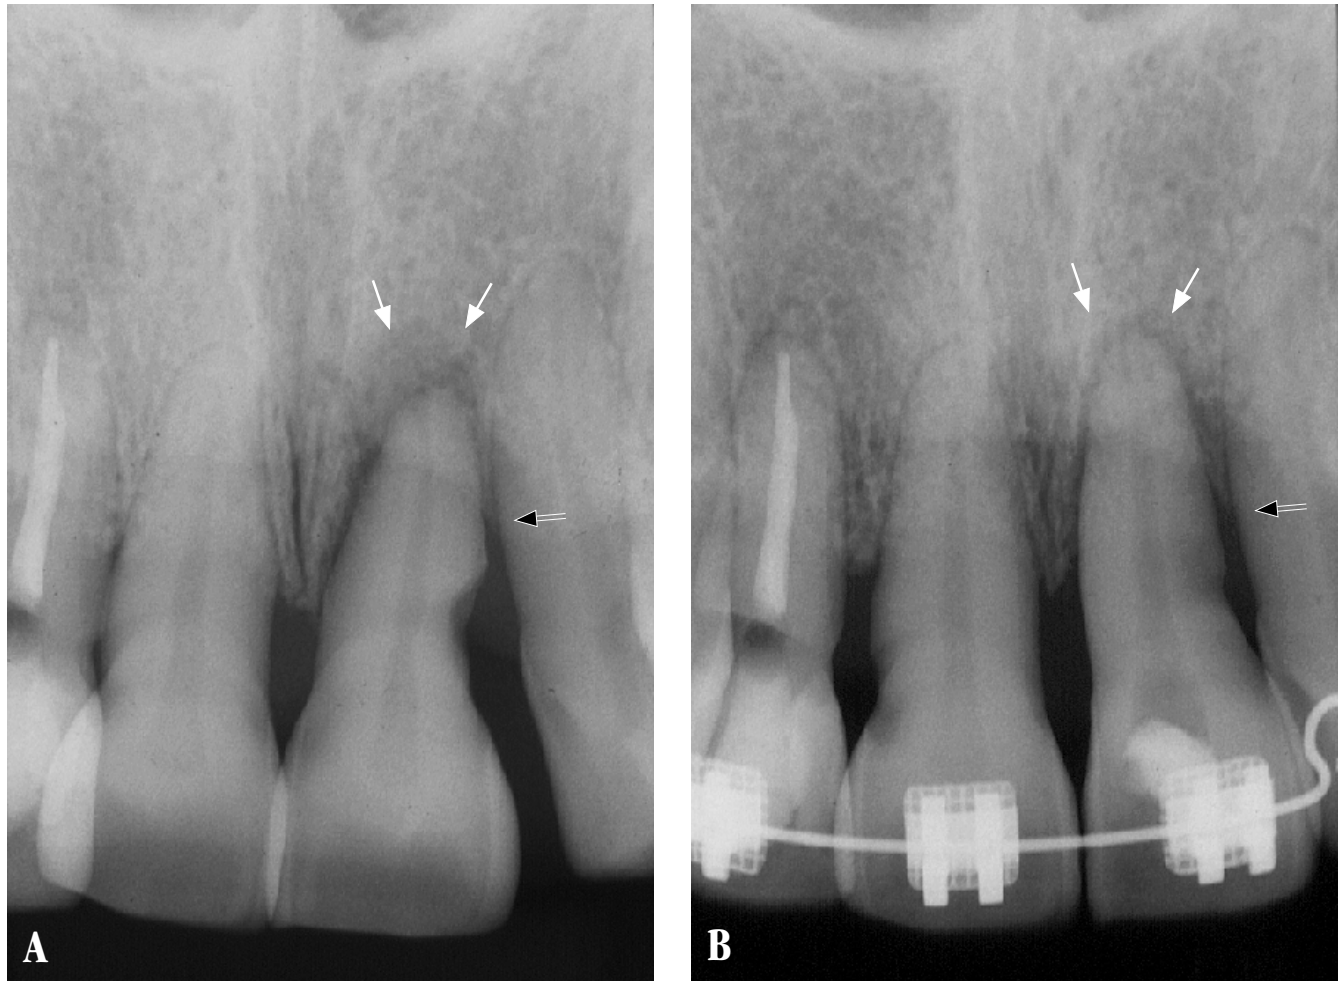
Radiografias periapicais dos incisivos centrais superiores. (A) Pré tratamento. Nota-se nas setas cheias o espessamento na região periapical, devido à necrose pulpar, e na seta vazia o nível ósseo na distal do incisivo central esquerdo, área que apresentava maior profundidade de bolsa periodontal. (B) Final da movimentação, 4 meses após, demonstrando regressão da lesão periapical e também o posicionamento da crista óssea mais para oclusal.
